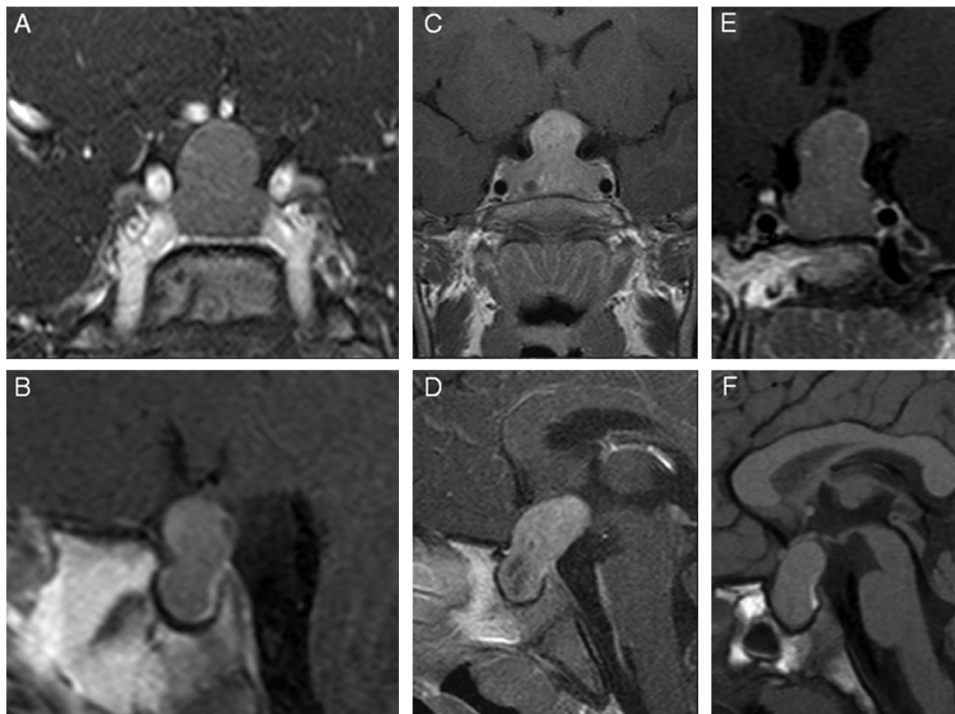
Images IRM pondérées en T1 avec injection de gadolinium de la patiente S9 au moment du diagnostic (âgée de 2 ans et 11 mois), révélant une grande masse hypoatténuée en forme de sablier (« cacahuète ») dans la selle avec expansion suprasellaire (A et B). Les panneaux C et D montrent des images post-contraste coronales et sagittales pondérées en T1 au moment du diagnostic de la patiente S6 (âgée de 3 ans) montrant une grande masse hypophysaire avec une extension marquée vers le haut et vers l’arrière. Les panneaux E et F montrent des images IRM coronales et sagittales pondérées en T1 de la patiente S10 au moment du diagnostic (âgée de 3 ans), montrant une grande masse hypophysaire homogène s’étendant vers le haut et vers l’arrière (« en forme de haricot ») ; l’hypophyse postérieure est clairement observée sous la forme d’une tâche lumineuse postérieure hyperatténuée dans le panneau H. Adapté de Beckers A., Lodish M., et al. ERC 2015 [33].
